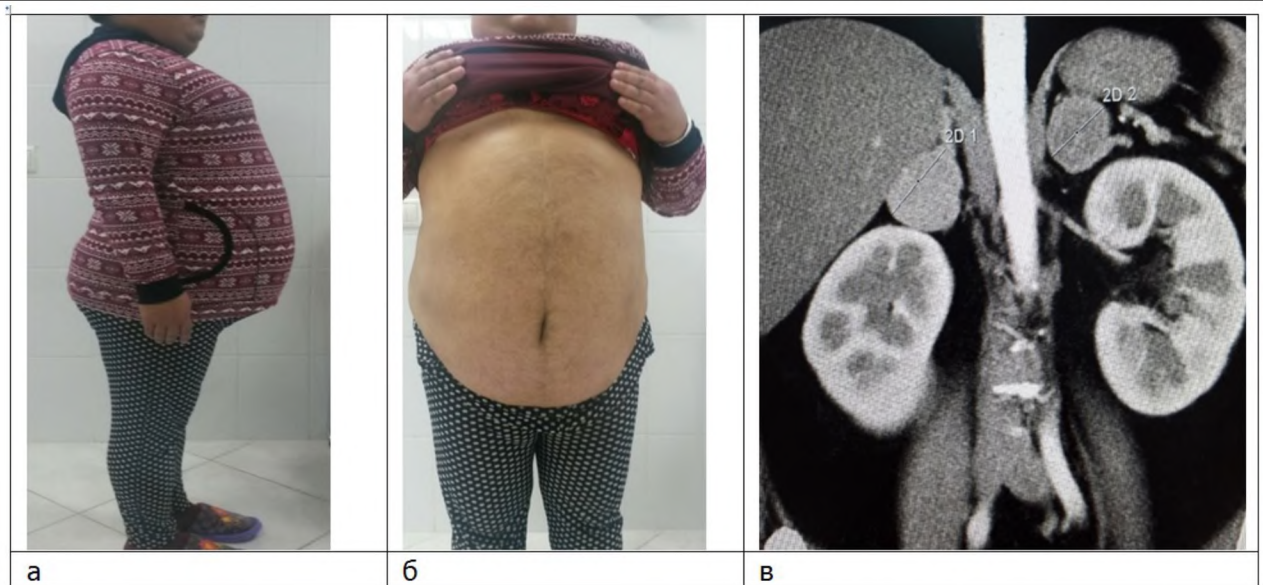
Внешний вид (а, б) и КТ-исследование (в) пациентки с аденомой надпочечников
